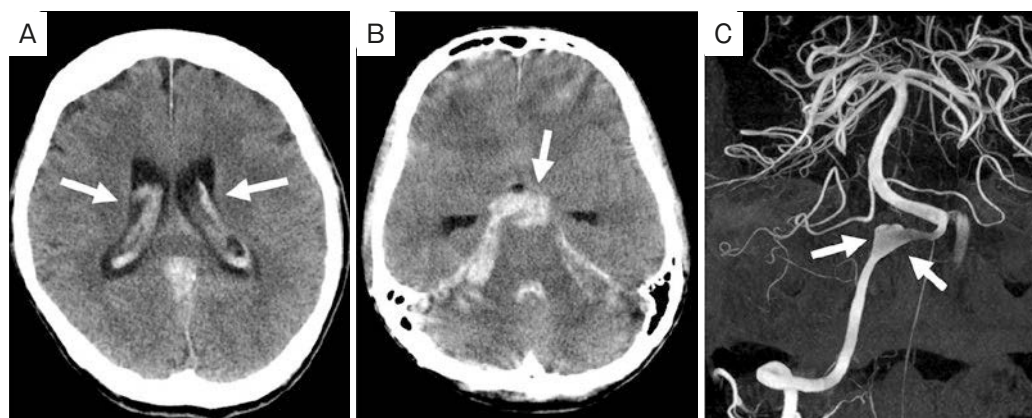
Imaging findings. (A, B) Head computed tomography scan shows subarachnoid hemorrhage (arrows). (C) 3D-digital subtraction angiography image shows right vertebral artery dissecting aneurysm, located between anterior spinal artery and posterior inferior cerebellar artery (arrows).
